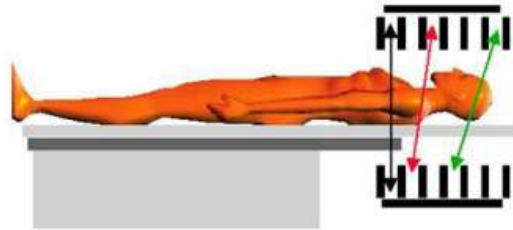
L'acceptance angulaire entre les septas des couronnes influencent la sensibilité des PET 3D
